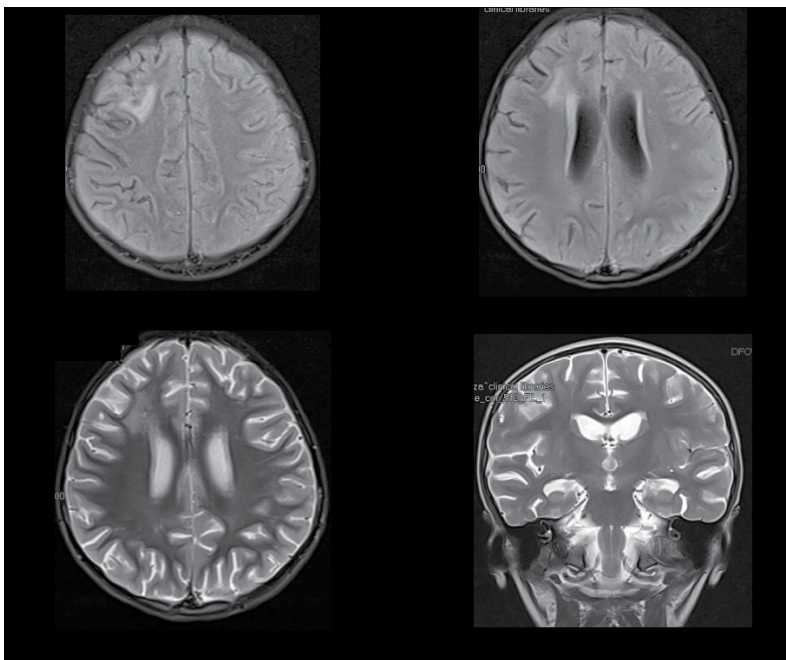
Imágenes por resonancia magnética de la paciente, tomadas el segundo día de estancia hospitalaria en Hospital Miguel Hidalgo. A: Corte axial en T1 que muestra lesiones hiperintensas con edema perilesional. B: Se observa ventriculomegalia y una zona hiperdensa en el hemisferio derecho. C: Corte axial en T2 que muestra imágenes hiperintensas y zonas de edema perilesional. D: Corte coronal en T2 que muestra zonas hiperintensas cercanas a la unión entre sustancia gris y blanca.
